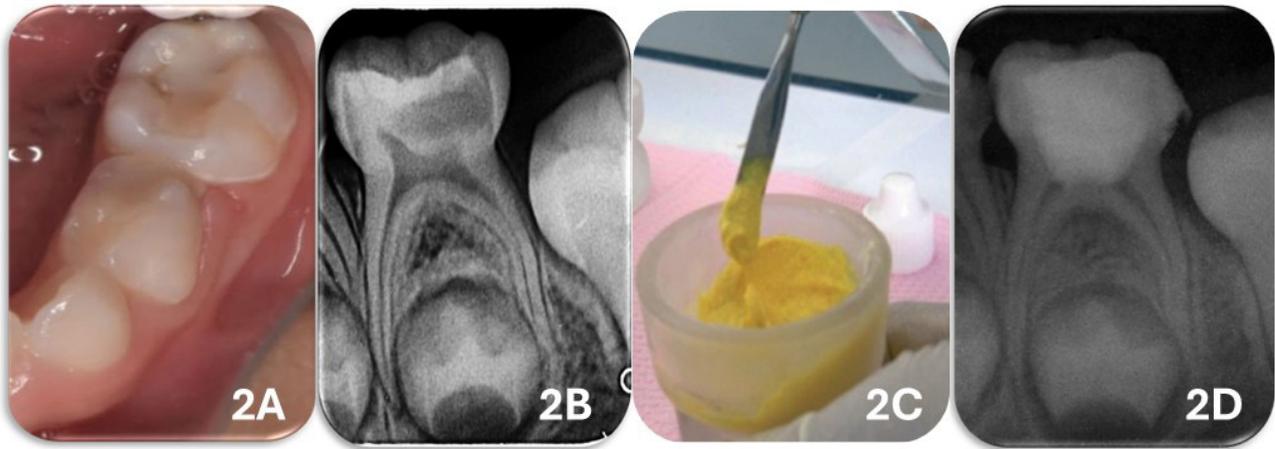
Situación clínica inicial. Figura. Figura 2B. Radiografía periapical inicial. Figura 2C. Preparación de la pasta tri-antibiótica. Figura 2D. Radiografía periapical final con aplicación de la pasta tri-antibiótica en la entrada de los conductos y restauración final con vidrio híbrido (EQUIA® FORTE) para obturación en bloque.
